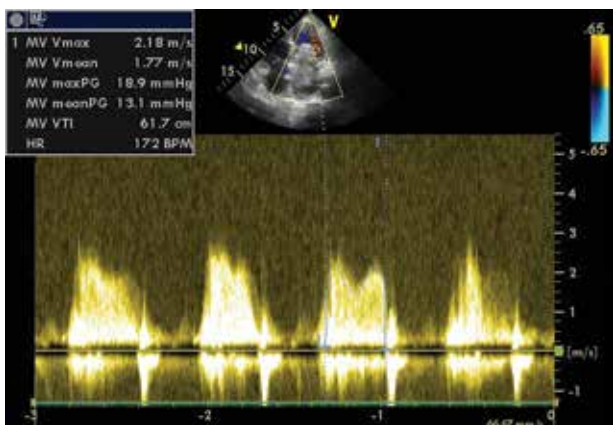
Эхокардиография больной Ч. Постоянно-волновая доплерография трансмитрального кровотока в области обструкции опухолью. Апикальная четырехкамерная позиция.
